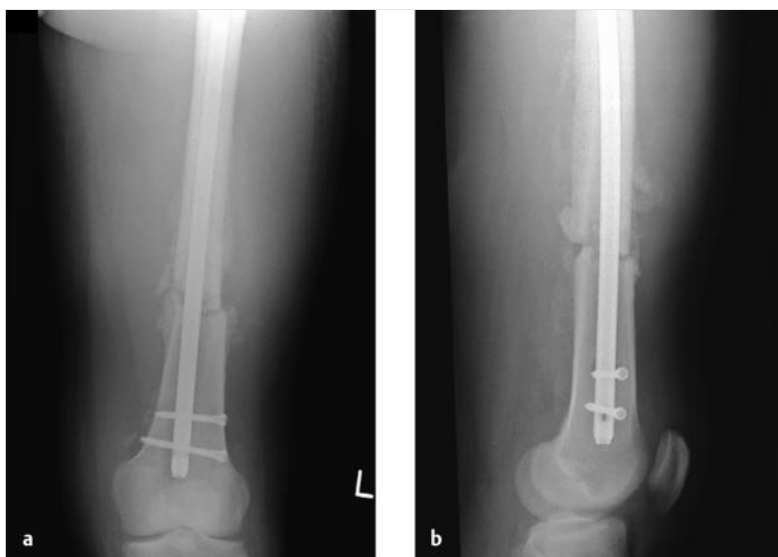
Konventionelle Röntgenaufnahmen mit Zeichen einer Infektion. Vier Wochen nach Marknagelung bei offener Femurfraktur wurde der Patient mit Schmerzen, Schwellung des Oberschenkels, Fieber und einer Erythrozytensedimentationsrate (ESR) > 70 vorgestellt.
